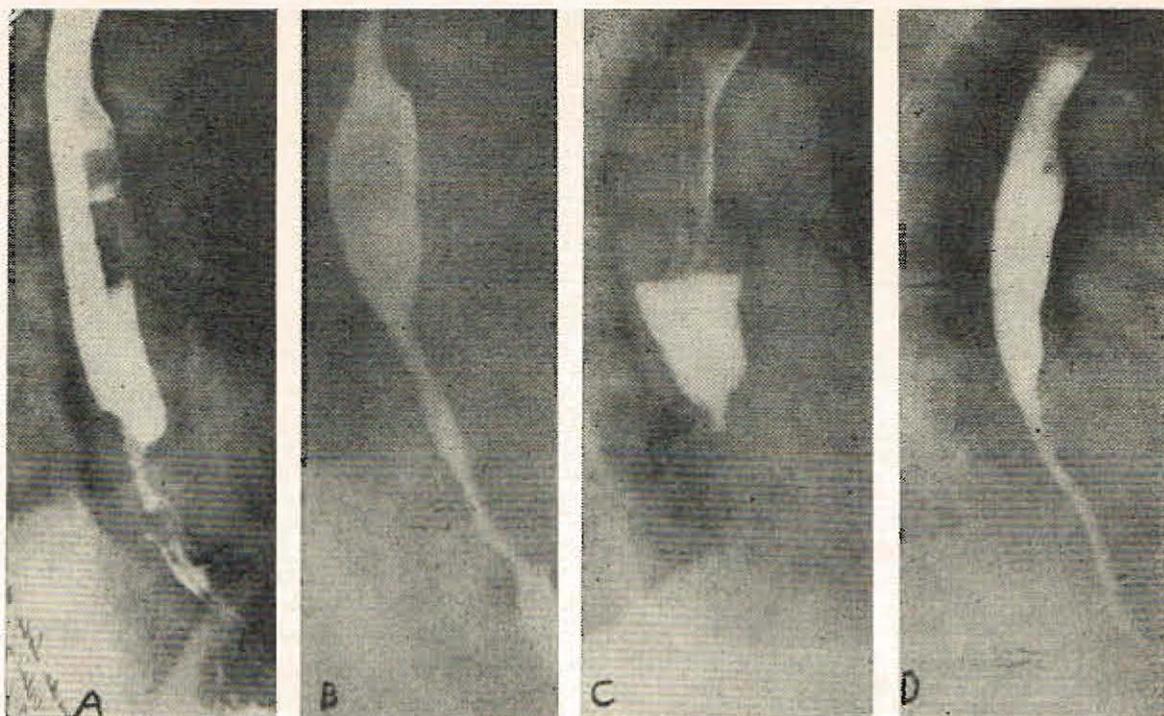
Mujer de 48 años con un carcinoma epidermoide del tercio inferior del esófago tratada con radioterapia con reja a campos múltiples. A - Radiografía al comienzo del tratamiento en 1952. B - 1962, moderada estenosis cicatrizal comprobada esofagoscópicamente al retirar cuerpo extraño. C - 1971 (19 años después) recidiva local confirmada histológicamente. D - 1972, fue tratada nuevamente con irradiación (Cobalto 60) y ésta es la radiografía un año después. La paciente traga bien pero está en tratamiento por insuficiencia cardíaca congestiva, falleciendo al poco tiempo, a los 68 años de edad. Puede especularse sobre la existencia de una cardiopatía inducida por la radiación.
